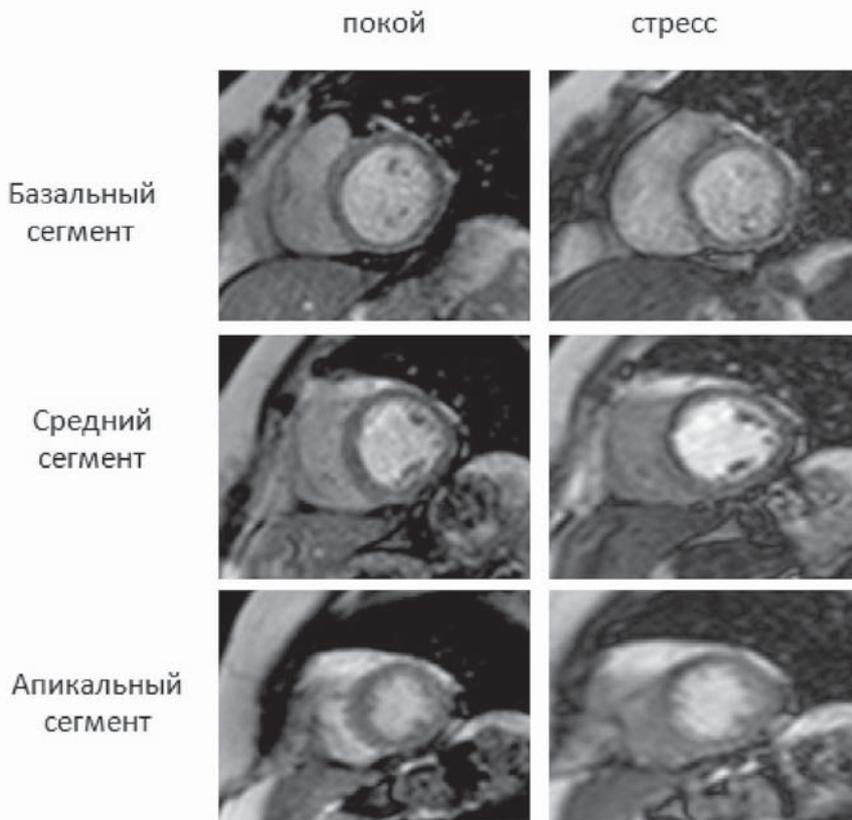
МРТ-перфузия на фармакологическом стрессе и в покое. Дефект перфузии на стрессе в 7, 8, 9, 13,14-м сегментах и слабый дефект перфузии в 14-м сегменте в покое
